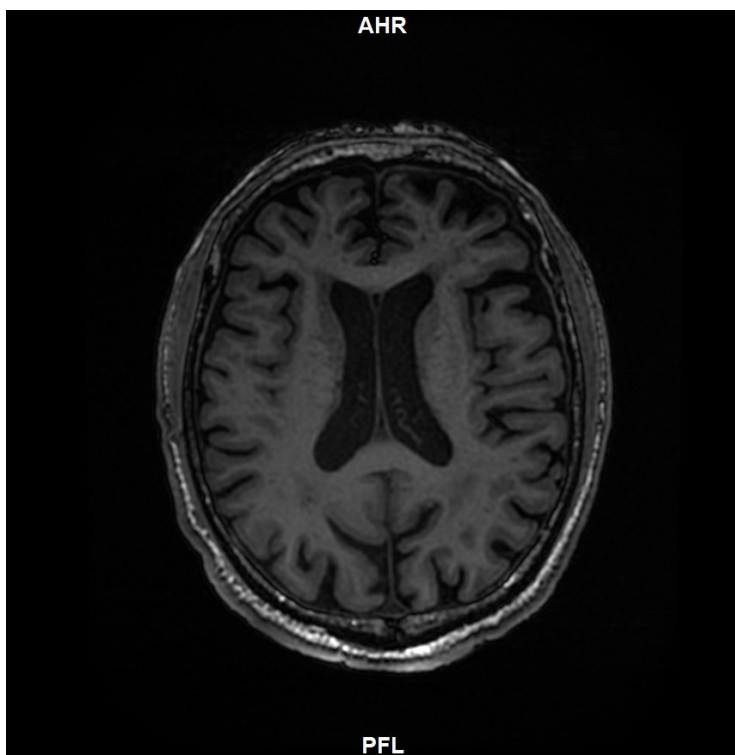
Risonanza magnetica di un paziente incluso nello studio con MCI, immagine acquisita tramite PET/RM.
